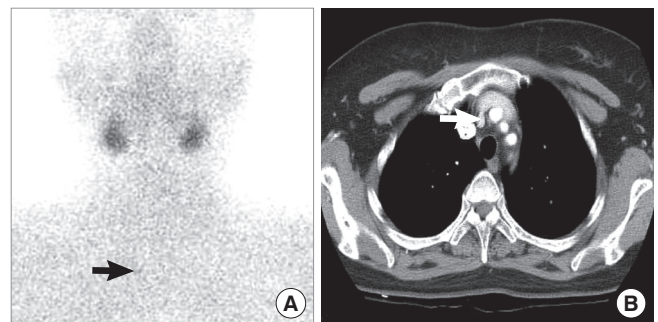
Postoperative 99mTc-tetrofosmin parathyroid scan shows focal faint uptake (arrow) at superior mediastinal area (A), and postoperative chest-enhance CT scan shows 1.2 cm sized-well enhancing nodule (arrow) in superior mediastinum (B).
